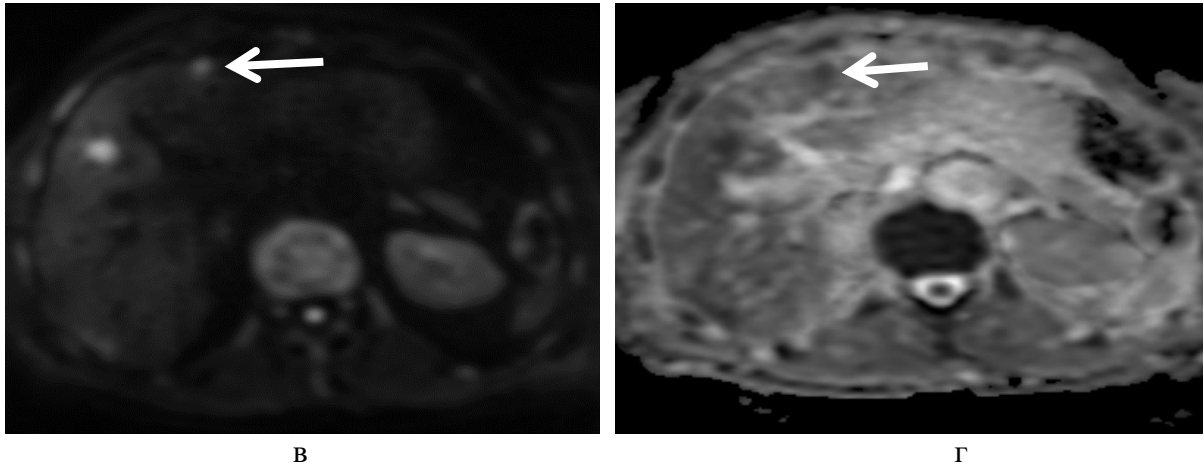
МРТ печени пациента с метастазами колоректального рака, с динамическим контрастированием в (а) артериальную и (б) венозную фазу – в 4ом и 6ом сегментах определяются очаги, накапливающие контрастное вещество по периферии, других очагов не определяется. На ДВИ (в) и ИКД-картах (г) определяется дополнительный очаг с истинным ограничением диффузии в 3-м сегменте
